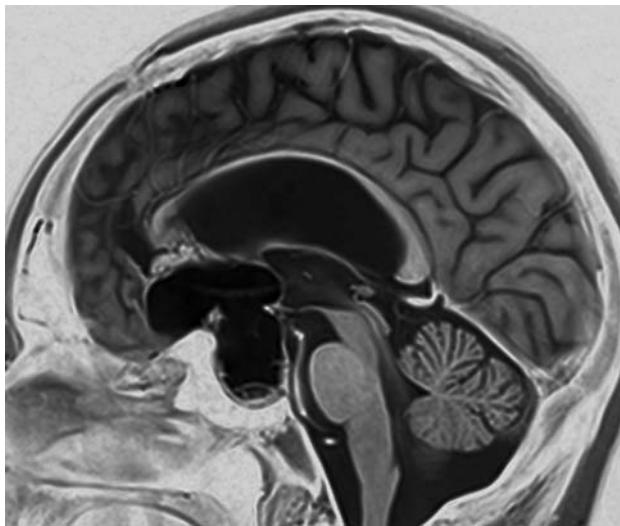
МРТ (сагиттальный срез, изображение view inverse): через 10 месяцев после третьей операции и 4 месяца после лучевой терапии. Определяется уменьшение размеров супраселлярного компонента кисты, размеры эндоселлярного компонента существенно не изменились
